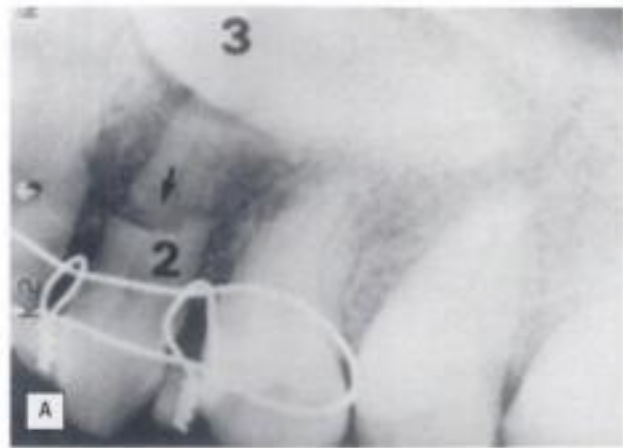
Lesión del incisivo lateral en el intento de extracción del canino. A) Radiografía con la ferulización de los dientes. B) Lesión del diente.
